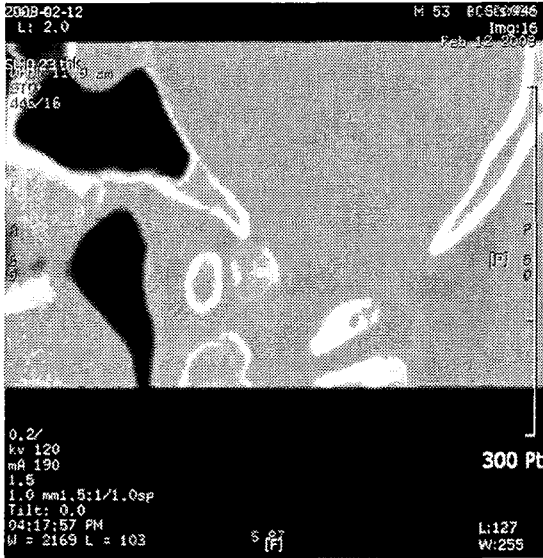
CT of Cervical spine. sagittal view performed at 2008-02-12.
